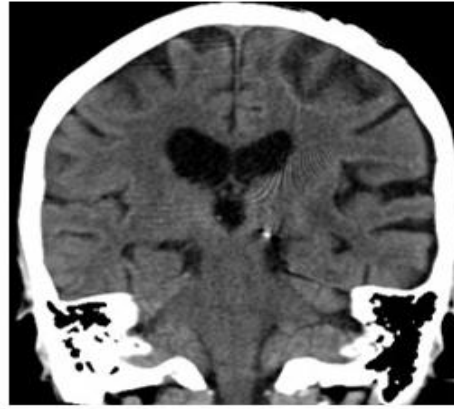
頭部X線像で電極が脳内に挿入されている。
